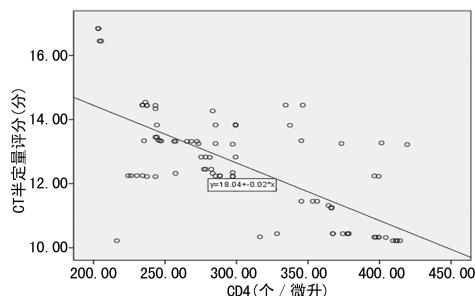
CT半定量评分与CD4⁺T细胞计数的相关性分析
